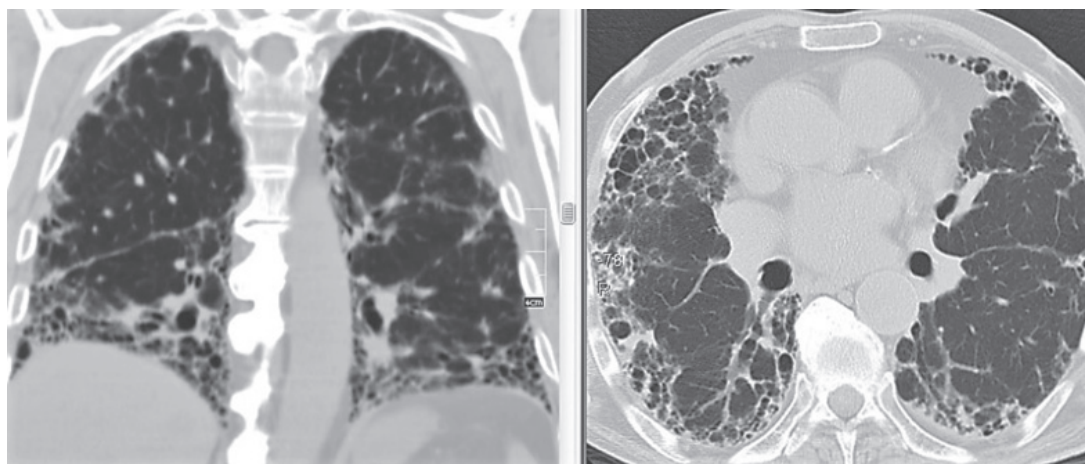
КТ хворого С., 75 років. КТ-патерн ЗІП: переважає субплевральна та базальна локалізація, спостерігаються ретикулярні зміни і стільниковість при відсутності ознак невідповідності ЗІП-патерну
